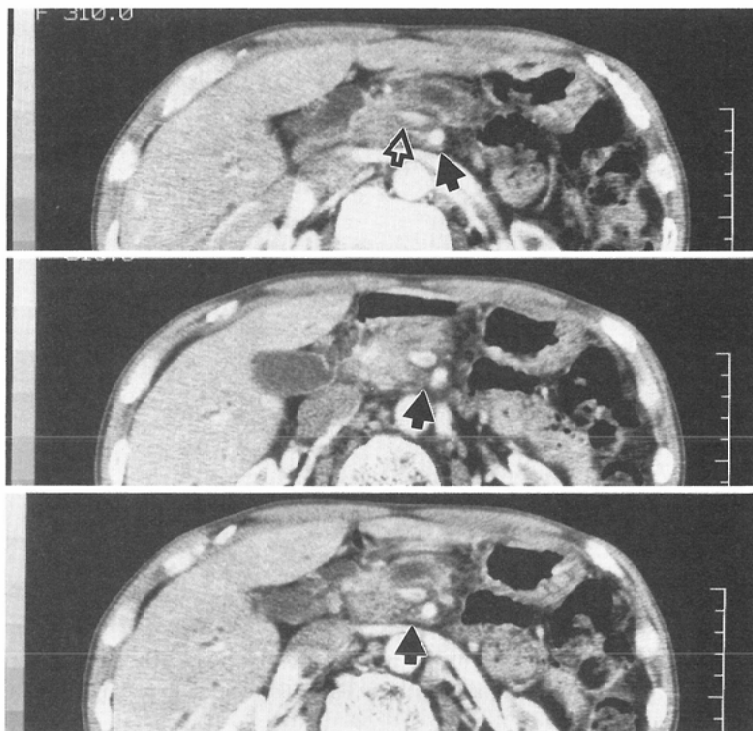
A case of carcinoma of the entire pancreas. (Case 1); Hypodense structures paralleling the SMA and Celiac axis (\leftrightarrow) are demonstrated. Neural plexus invasion is positive in CT findings, and it is confirmed by pathological findings, that there are massive invasion into the perineural space. Portal venous invasion (\Rightarrow) is positive in CT findings, but, it is negative in pathological findings.
